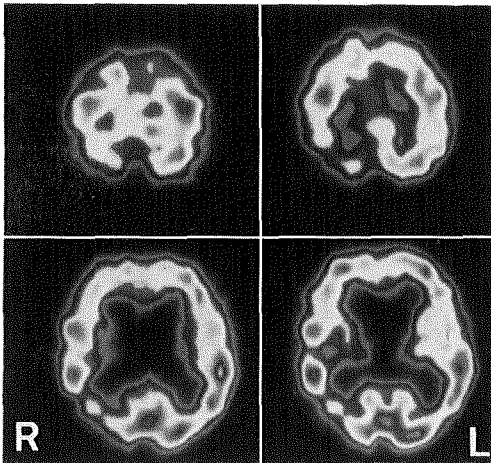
症例2。図1と同時期の¹²³I-IMPによるSPECT所見
